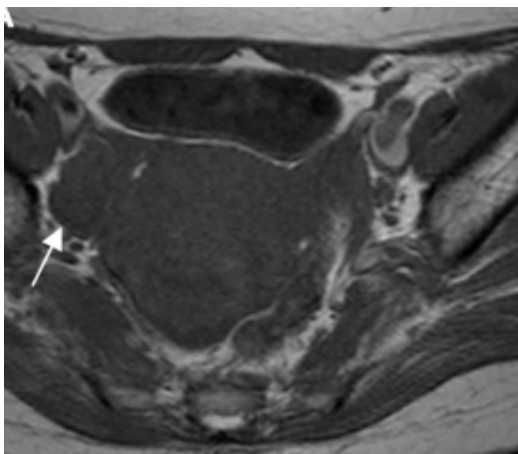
(160) Aspect typique à l'IRM d'un fibrome ovarien en T1 : masse ovale (flèche blanche) ovarienne droite hypointense en comparaison au reste du myomètre.
